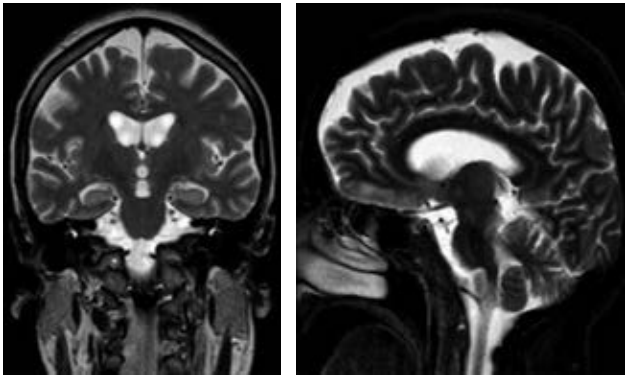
Planos coronal y sagital de resonancia magnética de cráneo con atrofia fronto-parieto-temporal bilateral.
